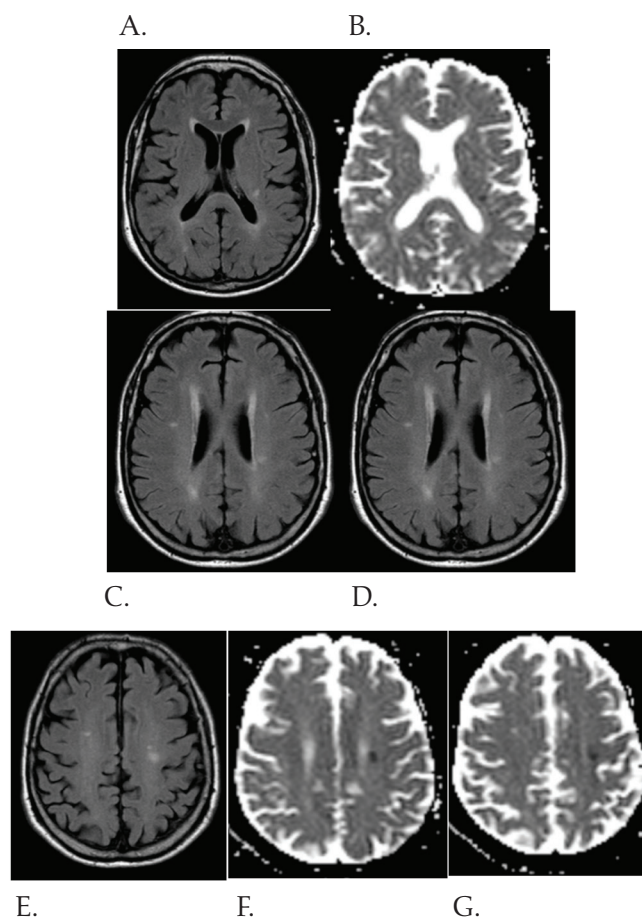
Imágenes de resonancia cerebral
